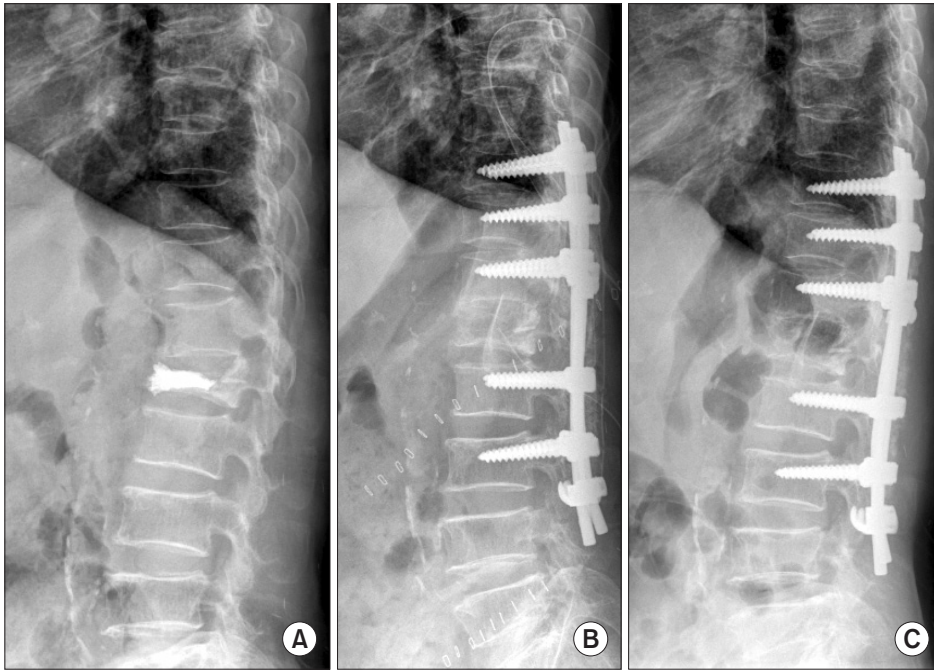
A 77-year-old female patient with distal hook augmentation. She had had back pain and paresthesia on the lower extremities for four months and underwent vertebroplasty for L1 compression fracture at a local clinic two months ago. However, her symptoms were not relieved. She was finally diagnosed with tuberculosis spondylodiscitis. (A) Initial lateral radiography showed bone cement at L1. (B) She was treated by an anterior support using an autoiliac strut bone graft and posterior fusion from T10 to L3 using a pedicle screw with distal laminar hooks. (C) At the 1-year follow-up, there was no pullout of the distal screw.
